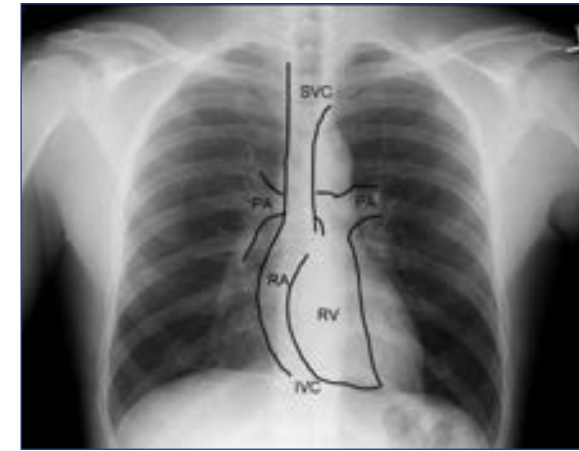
Sağ kalp yapılarının PA Projeksiyonları: SVC Superiyör vena kava; PA- Pulmoner arterler sol ve sağ; RA- Sağ atriyum; RV- Sağ ventrikül; ve IVC- İnferiyör vena kavanın yaklaşık pozisyonudur. Düz film radyografisinde vena kava iyi görselleştirilemez, kötü görüntü alınır. Ancak mediastinin sağ kenarı (sınırı) genellikle normal kalpte superiyör vena kavanın sol kenarı olarak da kabul edilir, ancak laterale doğru kalbin sağ kenarının ötesine uzanmamalıdır. Sağ ventrikül ise kalp önü yapısıdır, dolayısı sağ atriyum ve sol ventrikül ile üstüste biner. Ayrıca, interventriküler septum vucuda eğik (oblik) olarak uzanır, dolayısı ile bu bunun diyagramdaki projeksiyonu gelişigüzeldir..
